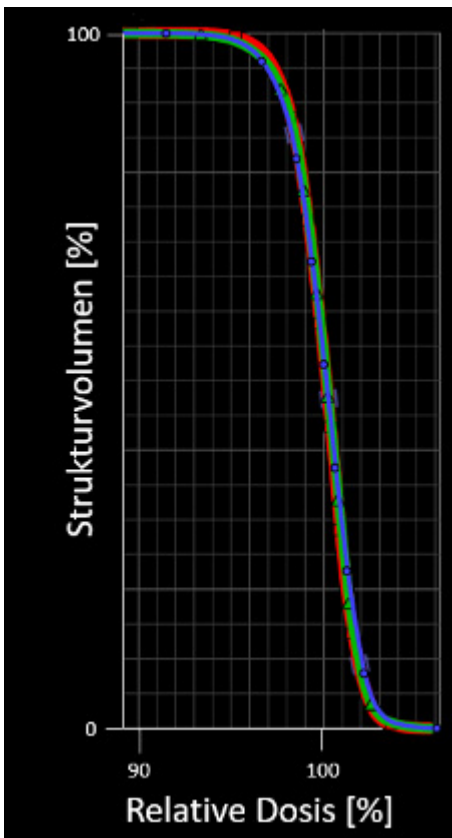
DVH des PTV's im jeweiligen Modus: BSP CT (rot), CBCT Pelvis (grün); CBCT Short Thorax (blau)
